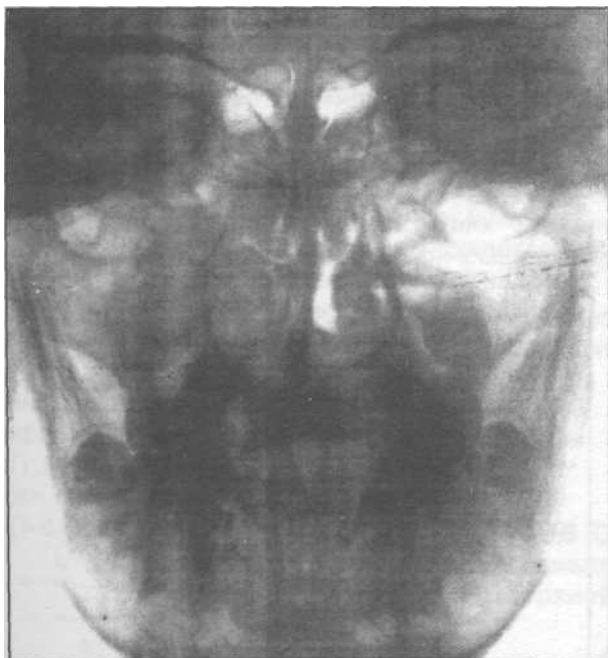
Обзорная рентгенограмма нижней челюсти.
